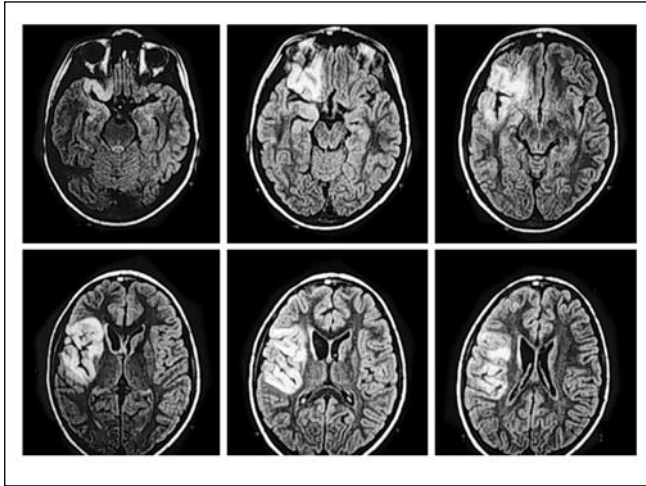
Exame de ressonância magnética de paciente com encefalite de Rasmussen.
